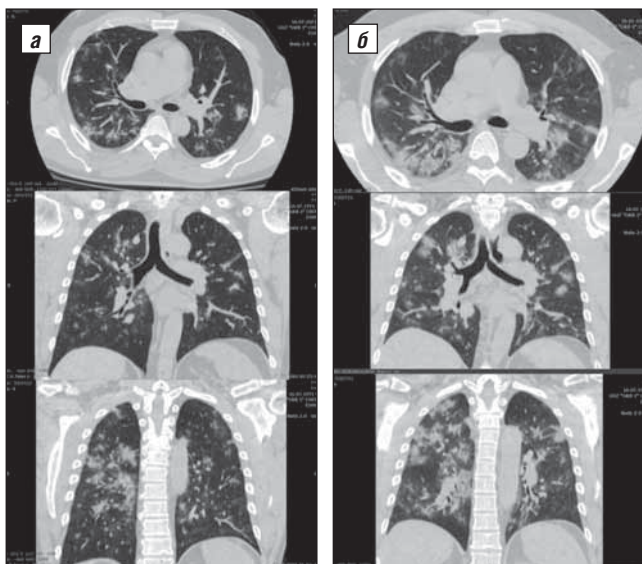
МСКТ органов грудной клетки пациента Б. в динамике (а – при поступлении; б – перед выпиской)
